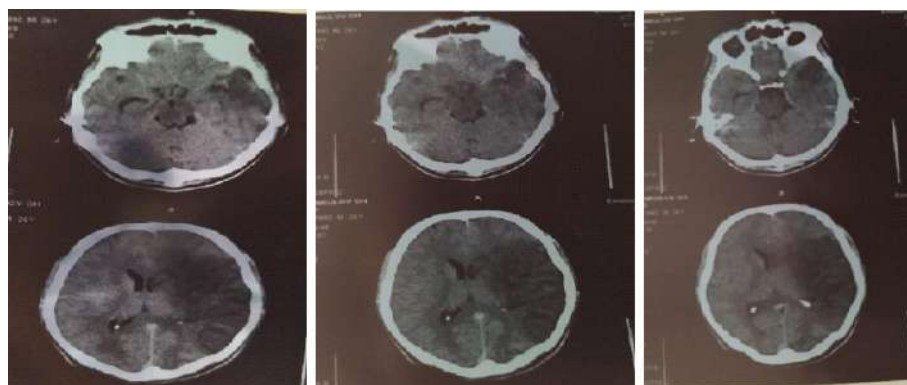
CT picture of IS with an extremely severe degree of neurological deficit
